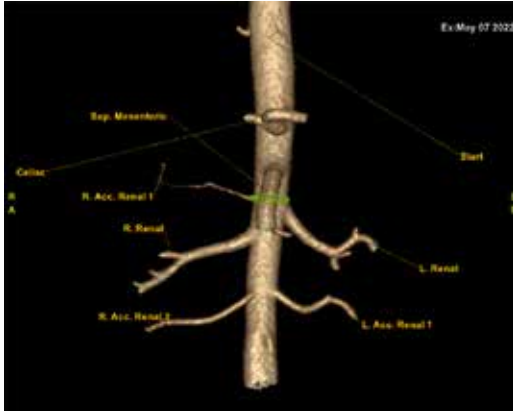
Reconstrucción de angio-TAC en la que se observan tres arterias renales derechas y dos izquierdas.
